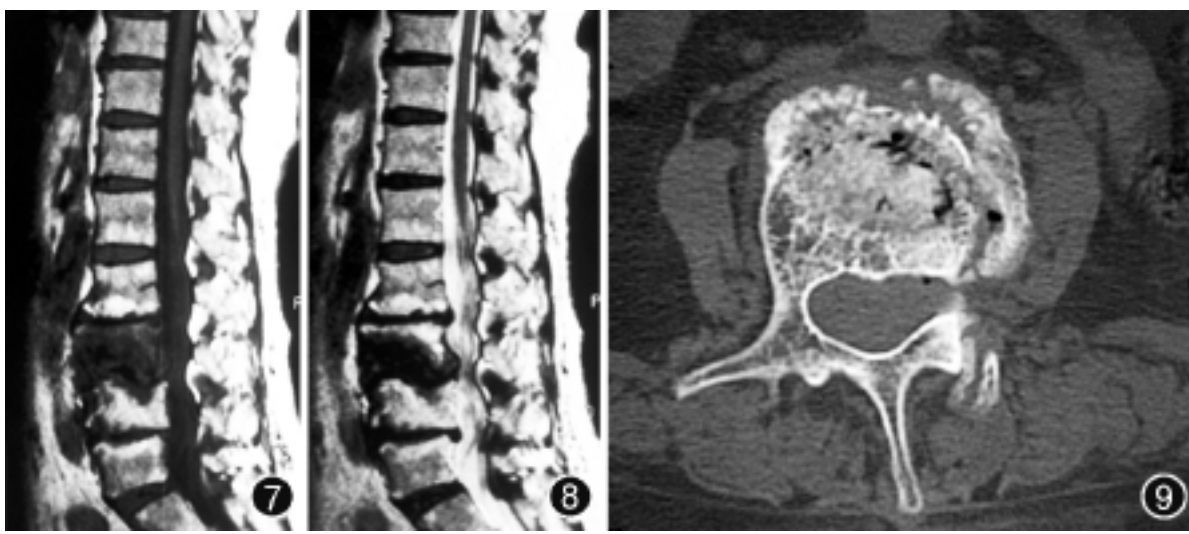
8 T<sub>1</sub>WI 与 T<sub>2</sub>WI 显示 L3 椎体压缩骨折, 椎体大部分呈低信号 图 9 与图 7, 8 为同一患者。CT 扫描显示 L3 椎体内见有骨折线及气体
